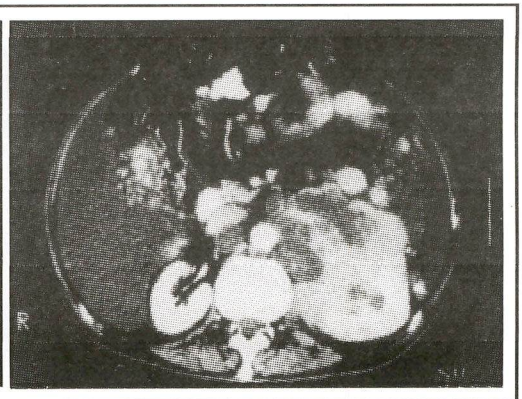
Tomografia computadorizada de abdome mostrando uma massa expansiva perirrenal.
